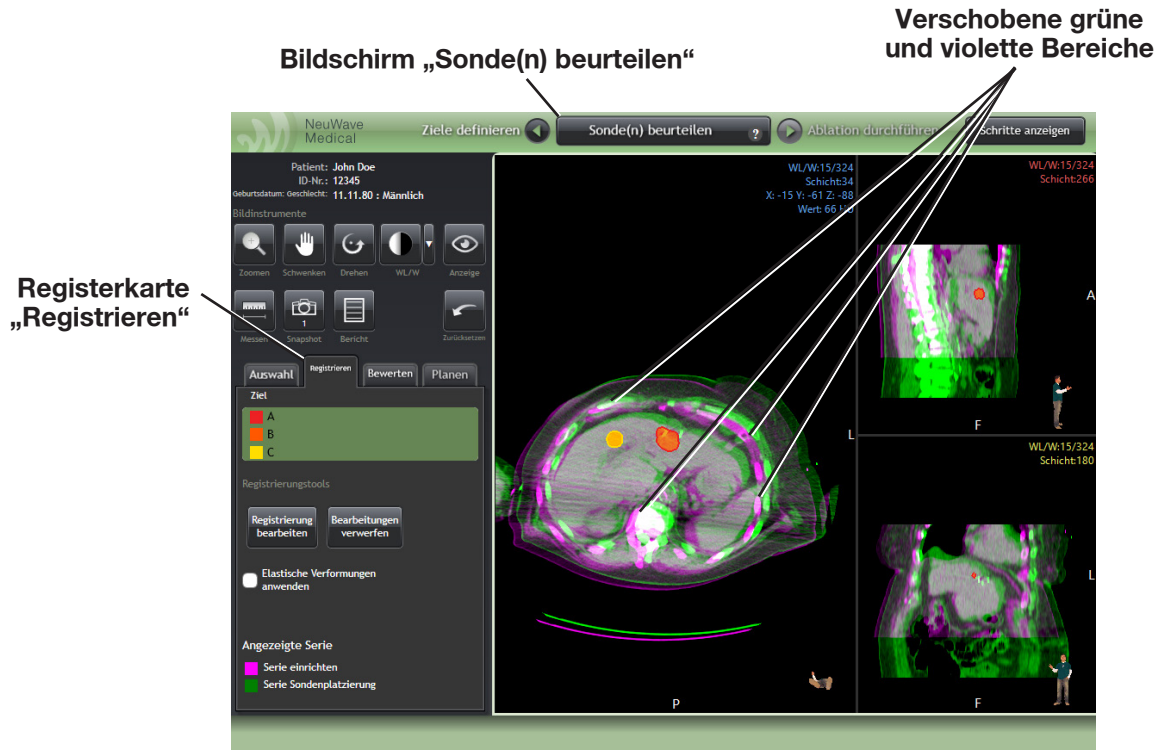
Beurteilung der Registrierung. Große Bereiche in Grün und/oder Violett zeigen an, dass eine signifikante Verschiebung zwischen der Setup-CT-Serie und der CT-Serie für die Sondenplatzierung stattgefunden hat.
